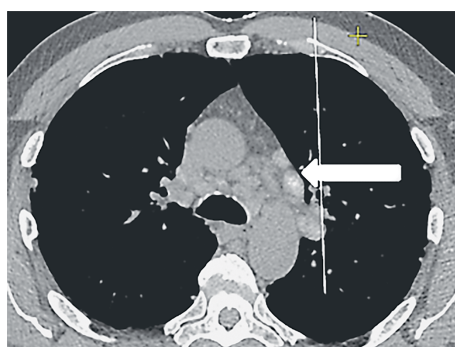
Компьютерная томограмма. Аксиальная проекция. Множественные парааортальные лимфатические узлы расширяют область средостения
